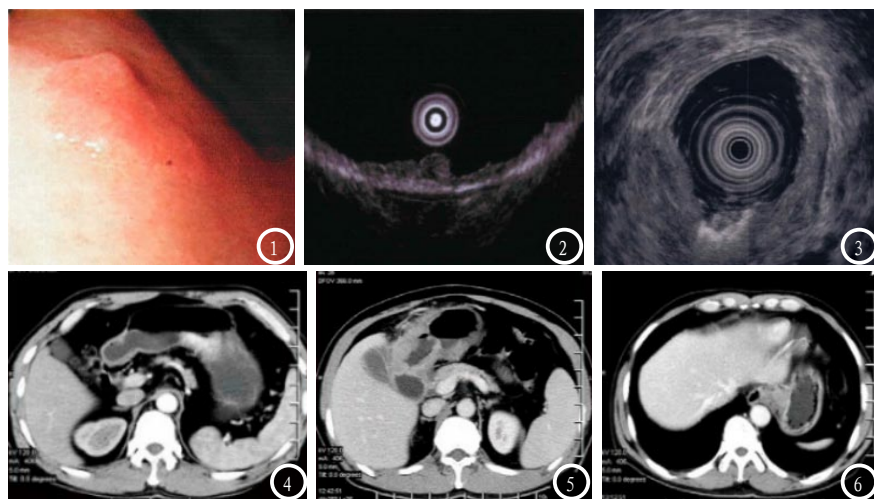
3为超声内镜下早期胃癌,由图1-2可看出经内镜显示胃部有不规则的隆起,超声显示低回声浸润第1、2层,局部不规则增厚,第三层基本完好,诊断为T1期胃癌。图3为低回声病变侵犯至浆膜层,为T3期胃癌。图4-6为多层螺旋CT下胃癌影响图片,图4显示为T3期胃癌的胃壁表现,图5为T4期胃癌胃壁的表现,CT显示局部与肝右叶、胆囊紧邻,图6为T3期贲门癌左肺下叶单发转移灶CT图像。
